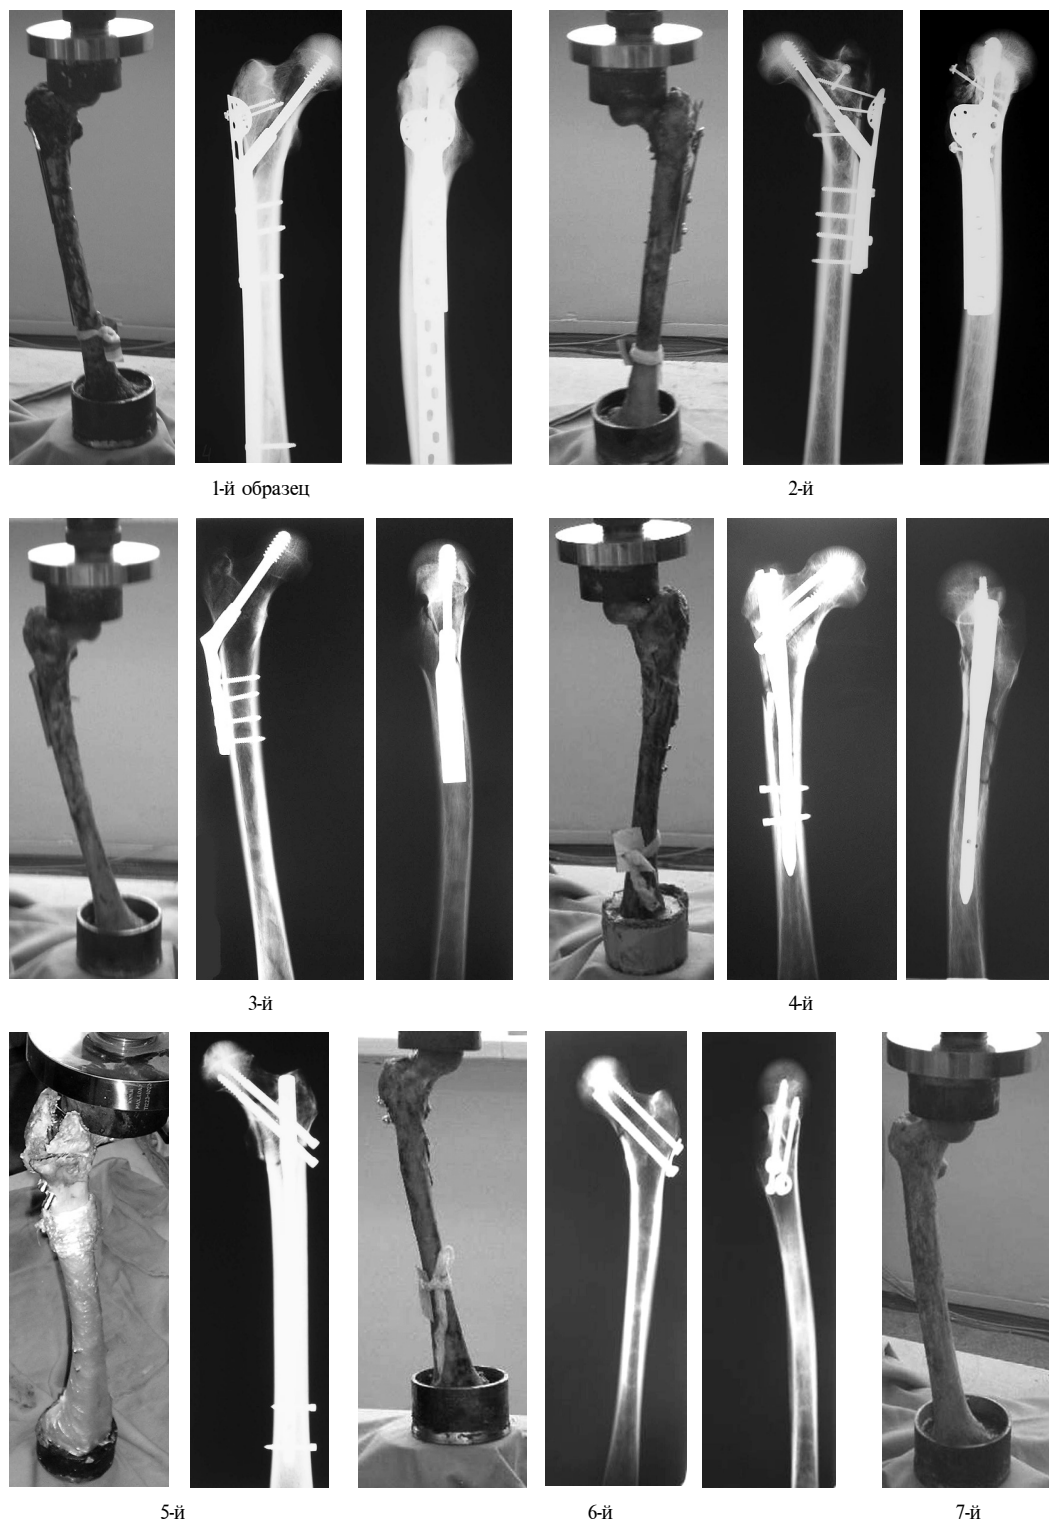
Расположение испытуемых систем *кость-имплантат-кость* в динамометре INSTRON 1185 и рентгенограммы образцов различных переломов после остеосинтеза: 1-й образец – перелом типа 3.1-A2.1, синтезированный динамическим бедренным винтом с длинной диафизарной пластиной и вертельной накладкой; 2-й – перелом типа 3.1-A1.2, синтезированный динамическим бедренным винтом с короткой диафизарной пластиной и вертельной накладкой; 3-й – перелом типа 3.1-A1.1, синтезированный динамическим бедренным винтом; 4-й – перелом типа 3.1-A3.3, синтезированный гамма-гвоздем; 5-й – перелом типа 3.1-A2.1, синтезированный реконструктивным гвоздем; 6-й – переломом типа В2.3, синтезированный канюлированными винтами; 7-й – интактная кость.
